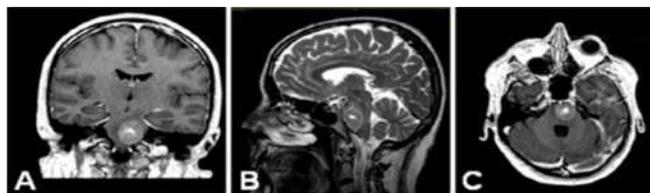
Figura – RM diagnóstica. A: T1 coronal con gadolinio. B: T2 sagital. C: T1 axial con gadolinio.
